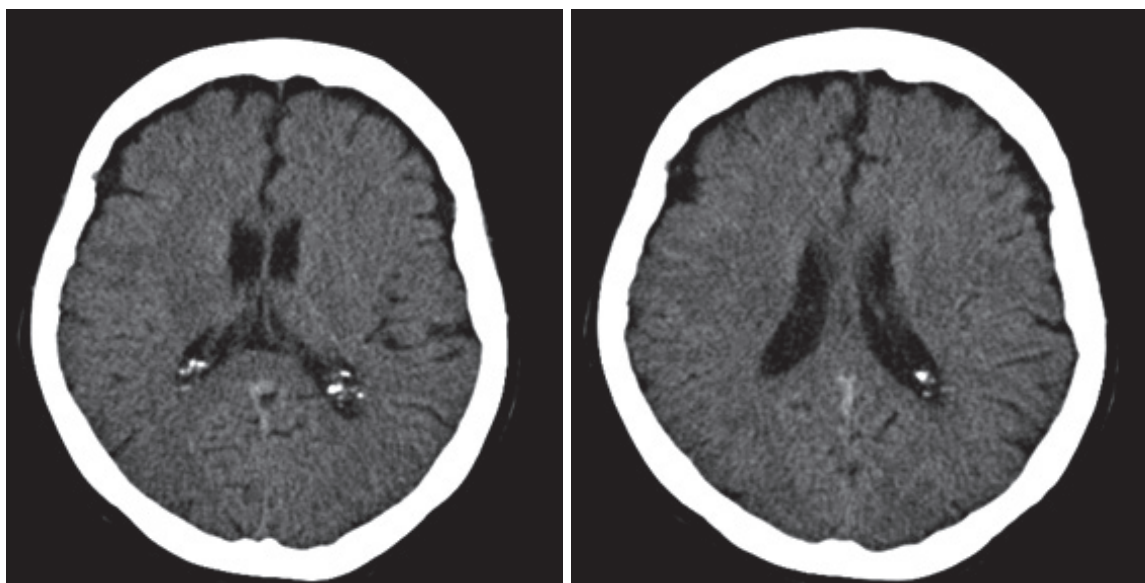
TAC cráneo simple, imágenes en cortes axiales. No se identifica isquemia ni sangrado agudo, línea media conservada, no hay lesiones parenquimatosas que ocupen espacio.
